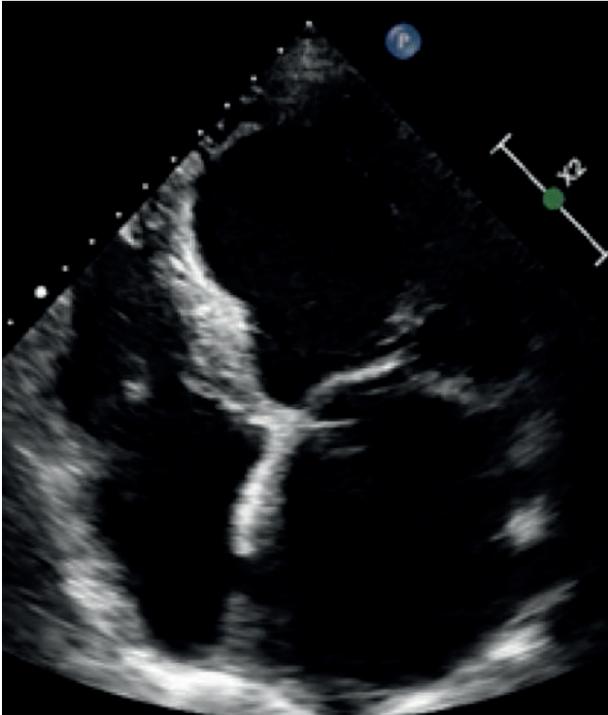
Miocardiopatía dilatada en plano apical 4 cámaras. Ventrículo izquierdo y aurícula izquierda dilatados.
